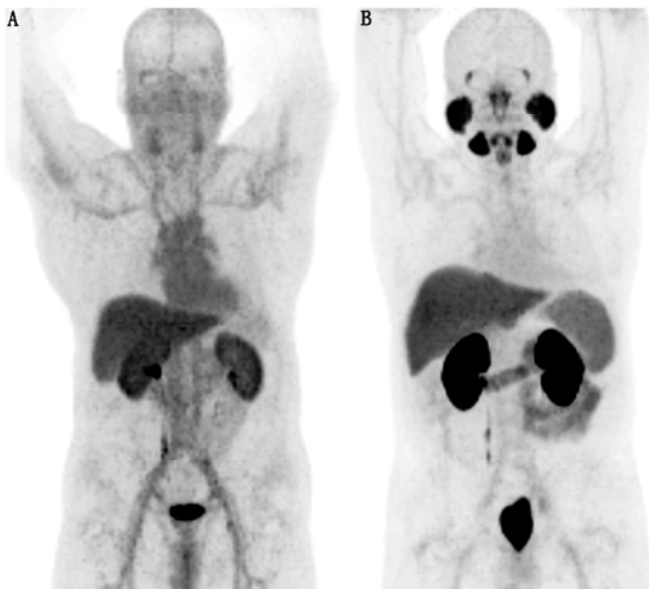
¹⁸F-N-[N-(S)-1,3-二羧基丙基]氨基甲酰基]-4-¹⁸F-氟苄基-L-半胱氨酸(DCFBC; A) 和 ¹⁸F-2-[3-(1-羧基-5-[(6-¹⁸F-吡啶-3-羰基)-氨基]-戊基)-脲基]-L-谷氨酸(DCFPyL; B) 最大密度投影(MIP)图像。可见典型的前列腺特异膜抗原(PSMA)生物学分布,泪腺、唾液腺、鼻黏膜、肝、脾、小肠、肾、右侧输尿管和膀胱有生理性浓聚
